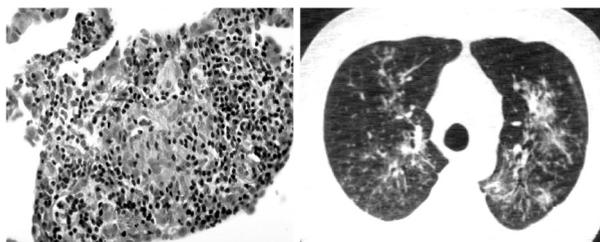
Морфологическая и рентгенологическая характеристика пациентов с саркоидозом 2 группы
